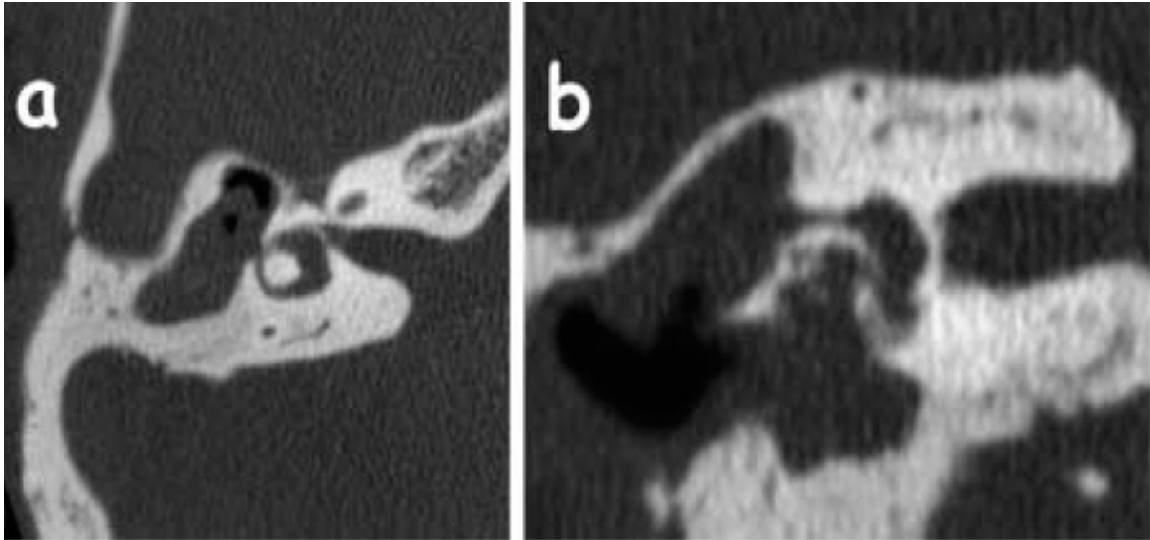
TDM oreille droite ; a. coupe axiale, b. coupe coronale, mettant en évidence une érosion du dôme du canal semi-circulaire latéral [2]
